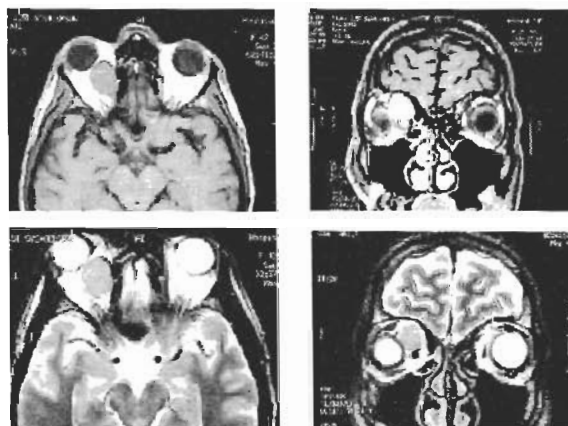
RM das órbitas (imagens superiores - ponderação T1; imagens inferiores - ponderação T2).
